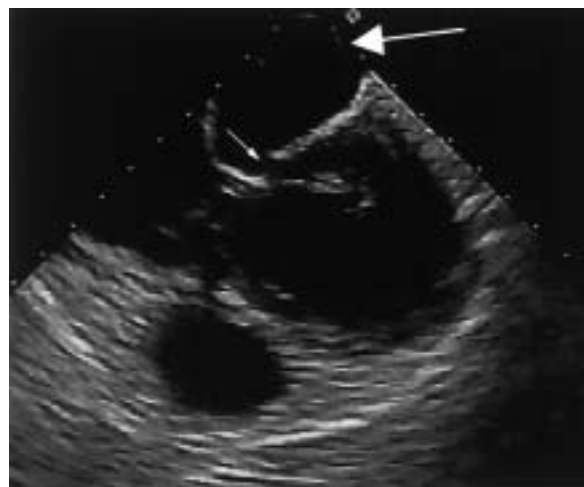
Transesophageal echocardiogram showing a large ventricular aneurysm (large arrow) and the orifice of this aneurysm (small arrow) close to the mitral valve annulus
